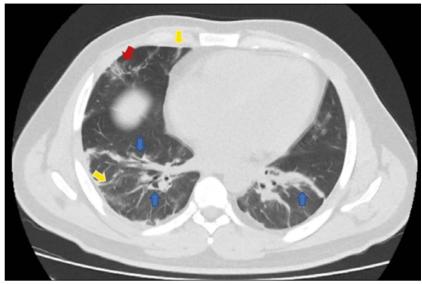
Tomografía computarizada simple de tórax en la cual se evidencian opacidades tipo vidrio esmerilado subpleurales (flecha roja), bandas atelectásicas (flechas amarillas) y broncograma aéreo (flechas azules).
